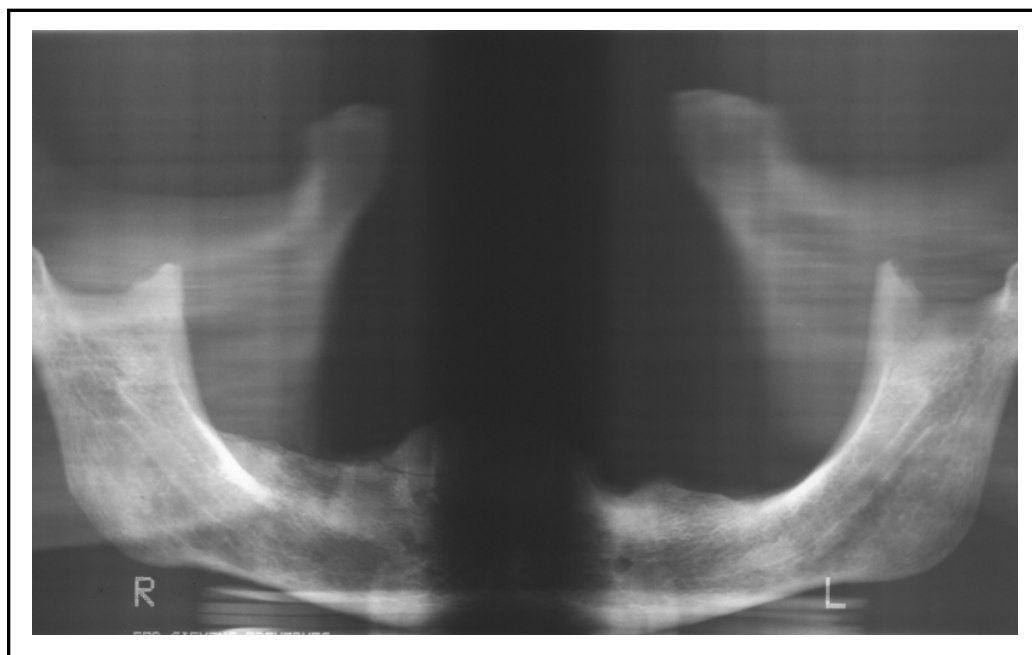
Imagem da radiografia panorâmica.
